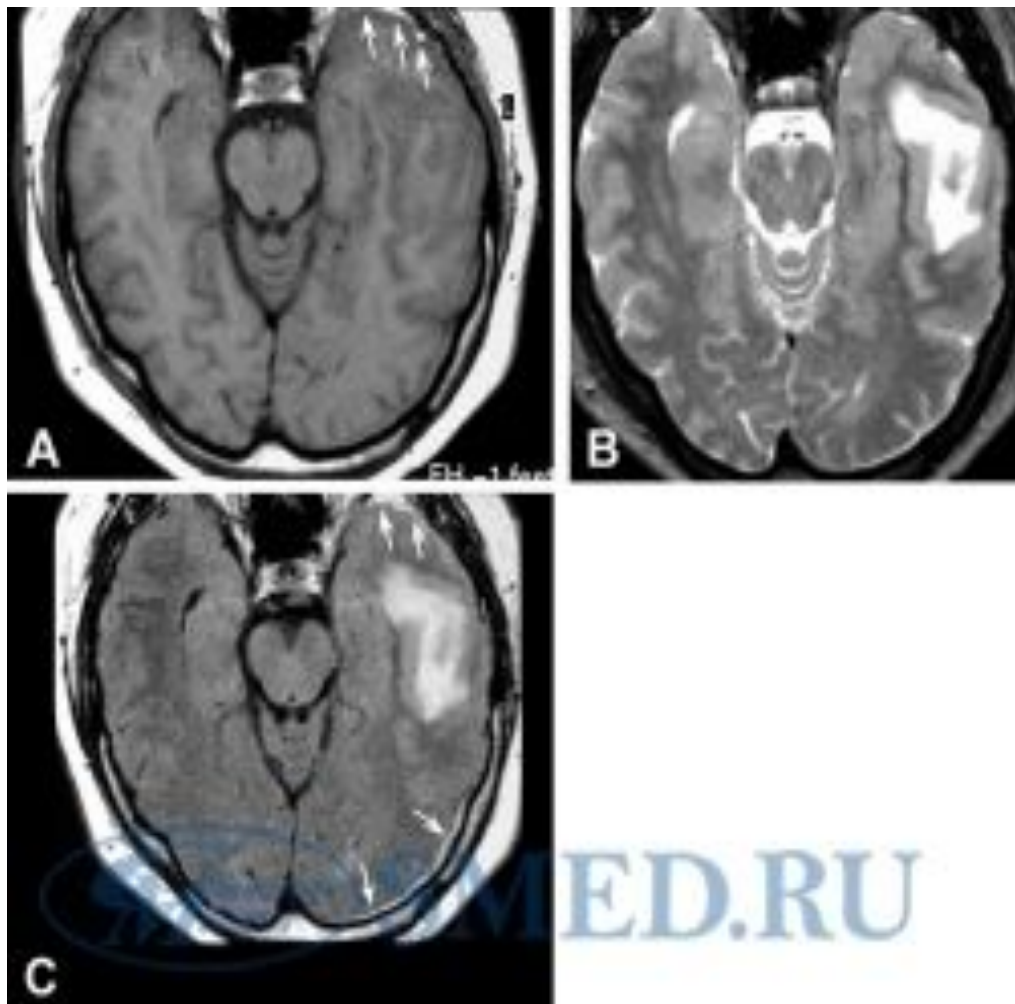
МРТ томография. Очаг ушиба с геморрагическим пропитыванием в левой височной доле. Стрелками показаны субдуральные скопления крови.
